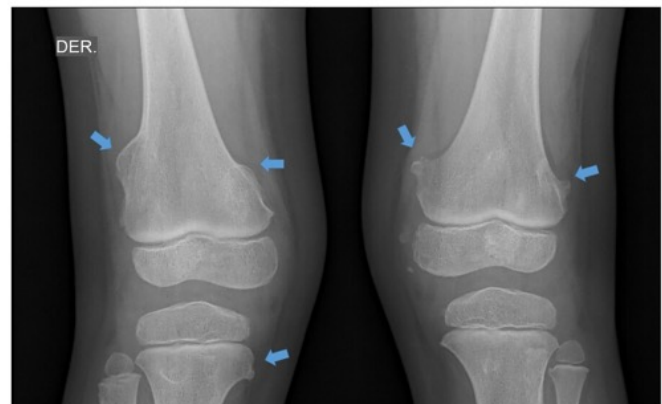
Radiografía AP de rodillas. Se observan múltiples exostosis a nivel de metáfisis distal de ambos fémurs.
